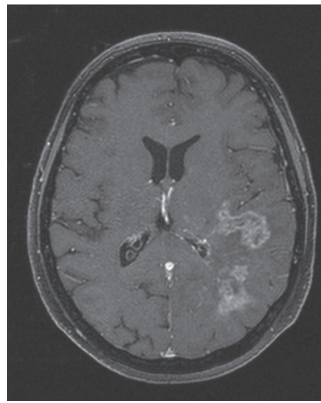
МРТ головного мозга с контрастом до проведения протонной терапии. Инфильтративная глиома левой теменно-височной области высокой степени злокачественности
